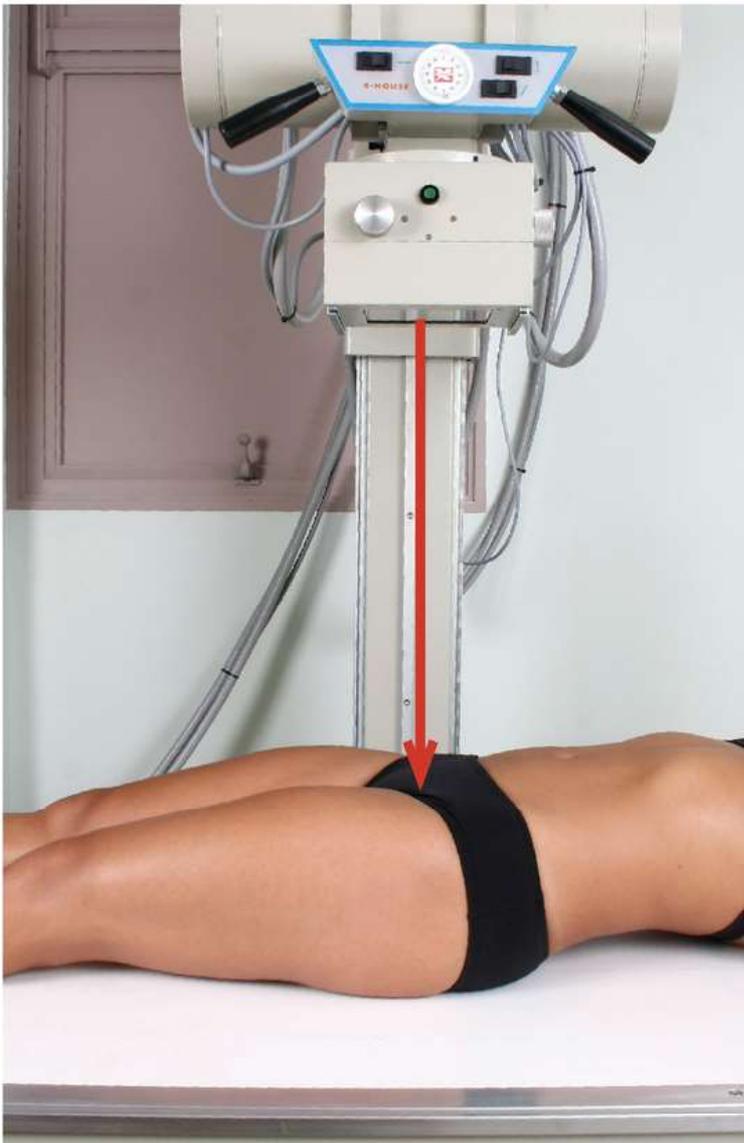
Decúbito dorsal com quadril radiografado centralizado na LCM e em rotação Ferguson. Estruturas mostradas: articulação coxofemoral, cabeça do fêmur, ísquio, ílio e púbis.
